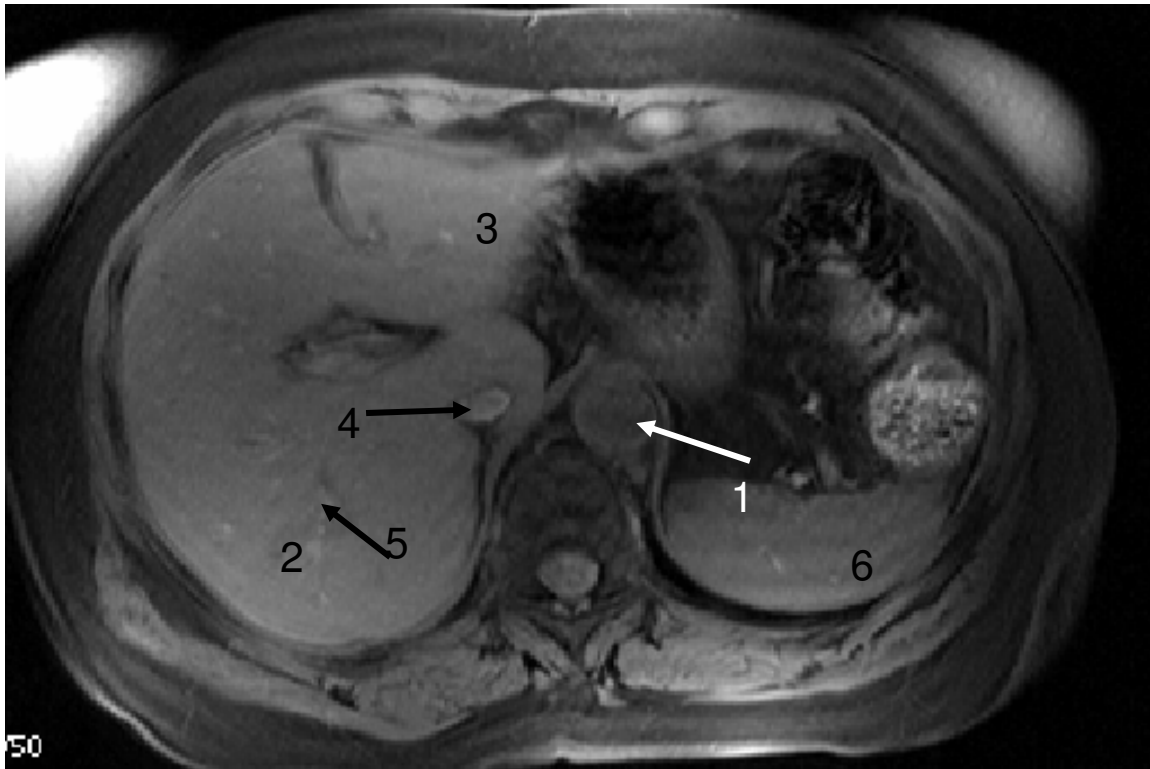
Gesunde Leber, TR 120 TE 1,2, MRT 3; nativ, 1 Aorta; 2 rechter Leberlappen; 3 linker Leberlappen; 4 Vena cava inferior; 5 Lebervenen; 6 Milz
